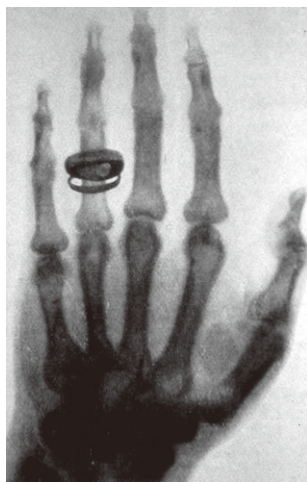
1896年レントゲン撮影のアルベルト・フォン・ケリカーの手のX線写真 (1896.1.23)³⁹⁾
